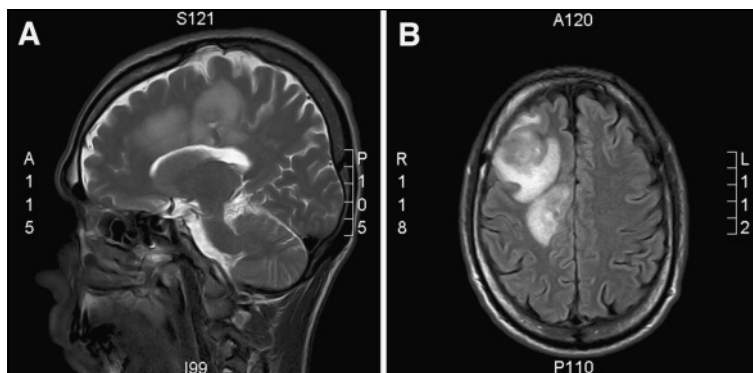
Resonancia nuclear magnética de cerebro. (A) Se reconocen 2 nódulos intraaxiales córtico-subcorticales frontal medio y derecho con compromiso parcial de aspecto lateral del cuerpo caloso. (B) Las lesiones presentan marcado edema perilesional y reforzamiento anular con el medio de contraste.
